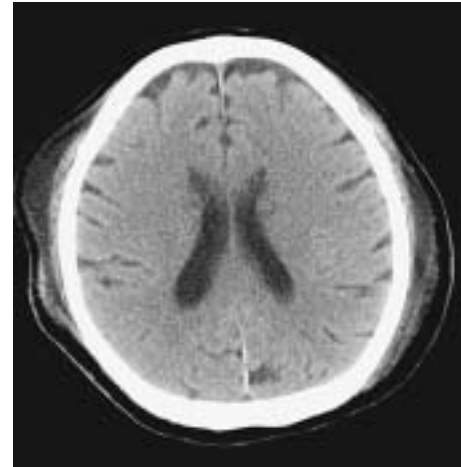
第三病日に撮影した頭部CT:皮髄境界不明瞭化
